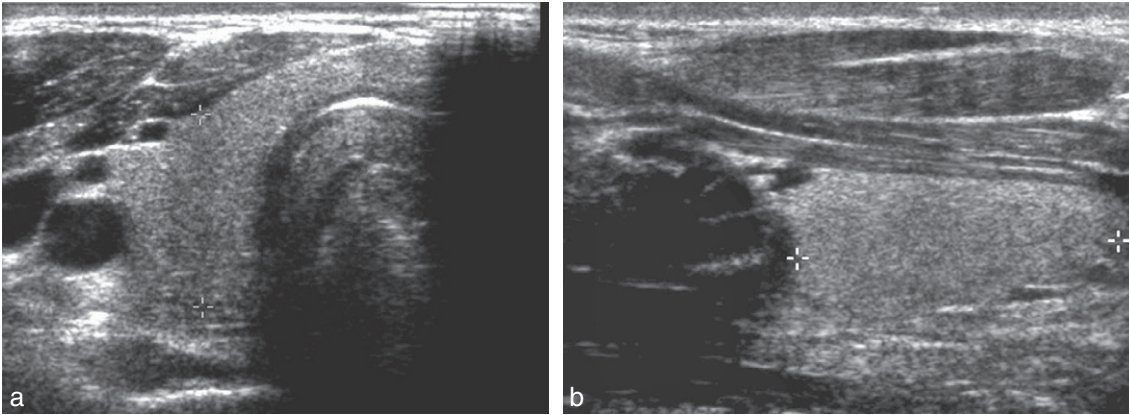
Échographie thyroïdienne : aspect isoéchogène homogène normal.
